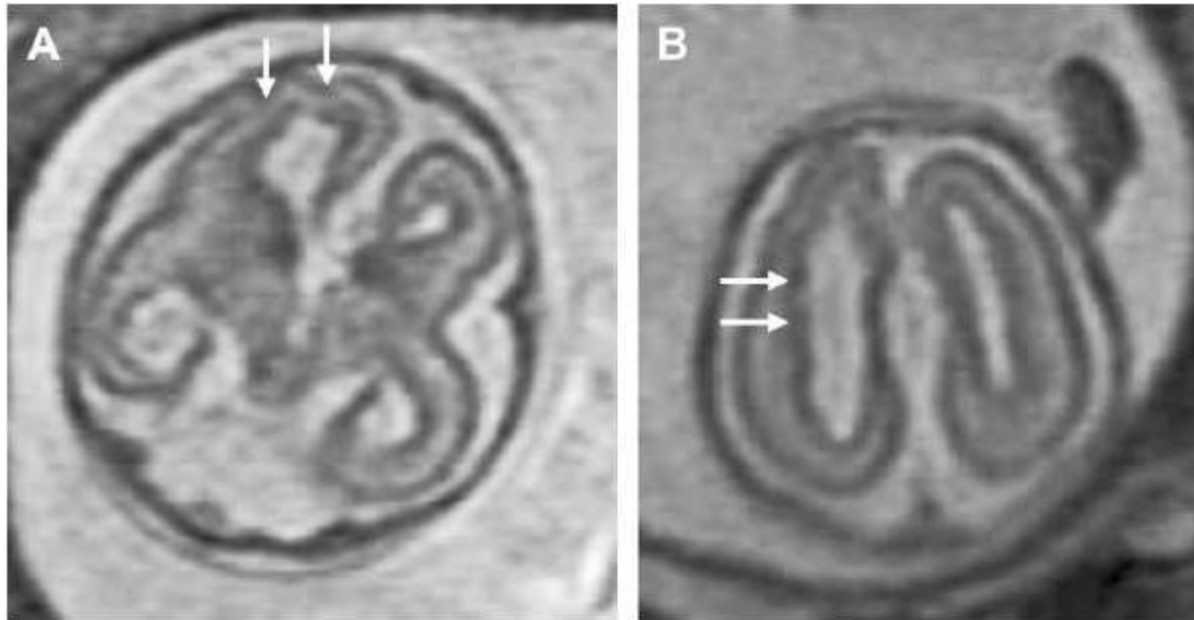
(A) Axial ssFSE T2-weighted image in a 20-gestational-week fetus referred for suspected callosal agenesis demonstrates absence of the corpus callosum and enlargement of the right lateral ventricle. Abnormal infoldings of the right-frontal developing cortex are consistent with polymicrogyria (*arrows*). (B) Axial ssFSE T2-weighted image demonstrates multiple nodules along the wall of the right-lateral ventricle consistent with periventricular nodular heterotopia (*arrows*). Unilateral microphthalmia and cerebellar hypoplasia (not shown) was also identified by fetal MRI, and led to the diagnosis of Aicardi syndrome. (From Glen OA. Fetal central nervous system MR imaging. *Neuroimaging Clinics of North America* 2006;16(1):1–17; with permission.)
